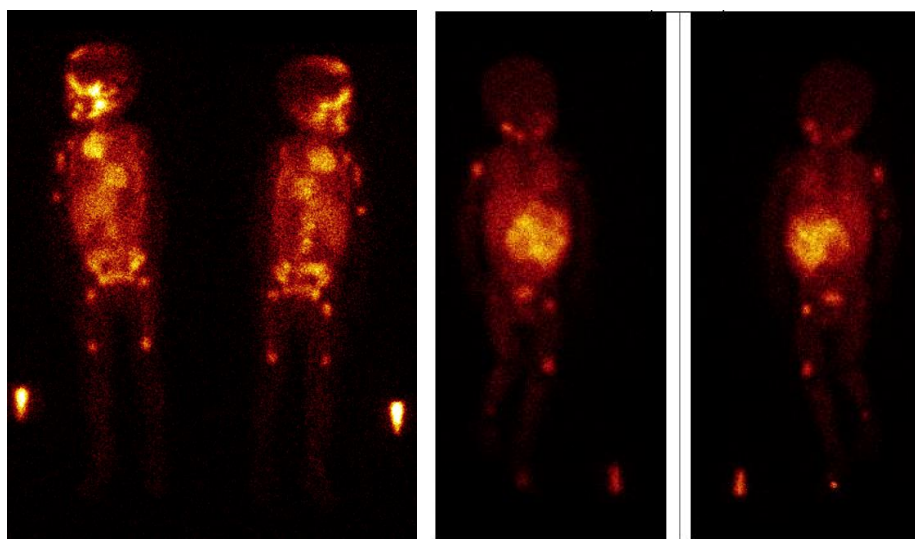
Сцинтиграфия с метайодбензилгуанидином (МЙБГ), меченным 123 йодом (I^{123})
